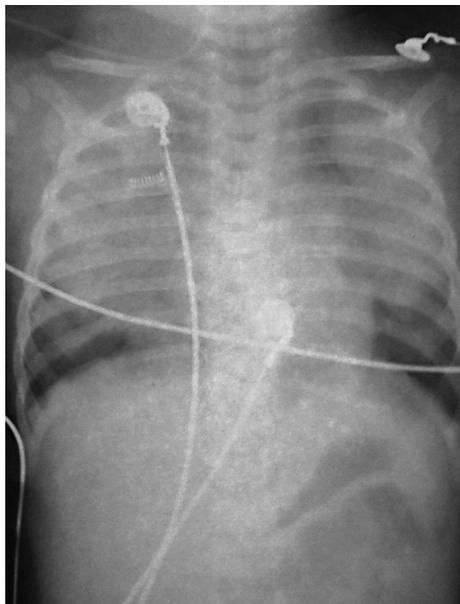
Рентгенограмма пациента с острым респираторным дистресс-синдромом
